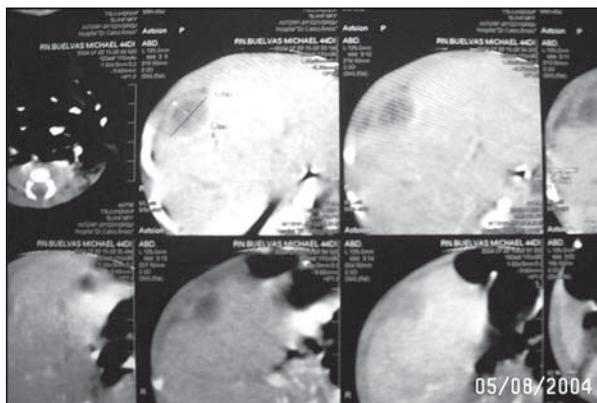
Tomografía axial computarizada (TAC); con imagen única de bordes netos.
